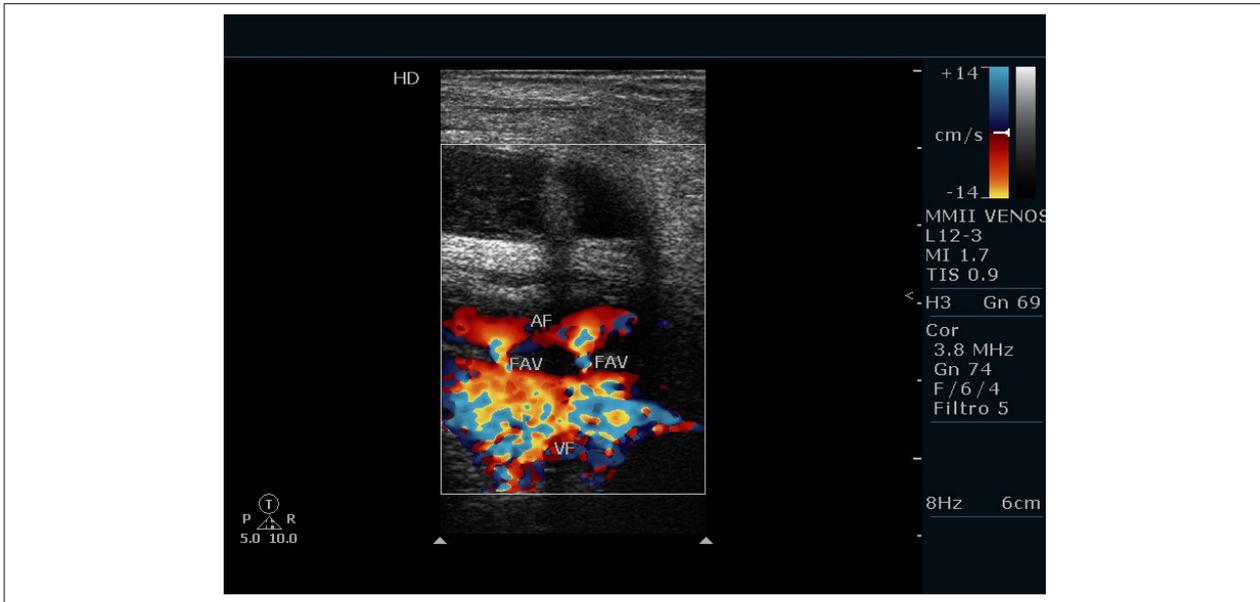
Doppler color en corte longitudinal del pseudoaneurisma (PSA) con señales de trombosis y áreas hipoeoicas y anecoicas acompañado de 2 fistulas arteriovenosas (FAV) entre arteria femoral superficial y vena femoral. AFC, arteria femoral común.
